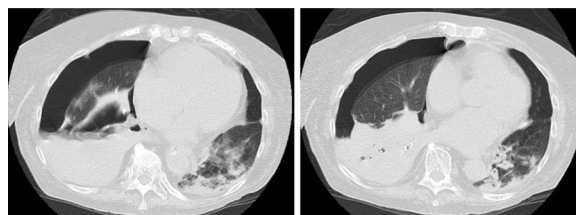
Cortes transversales de tomografía axial computerizada de tórax realizada en el día 23 de ingreso. Se observa hidroneumotórax derecho, atelectasia del lóbulo inferior derecho y áreas de condensación, algunas cavitadas, de predominio en base pulmonar derecha. En lóbulo inferior izquierdo se aprecian nódulos pulmonares cavitados y opacidades en vidrio deslustrado adyacentes a la zona de la condensación.
